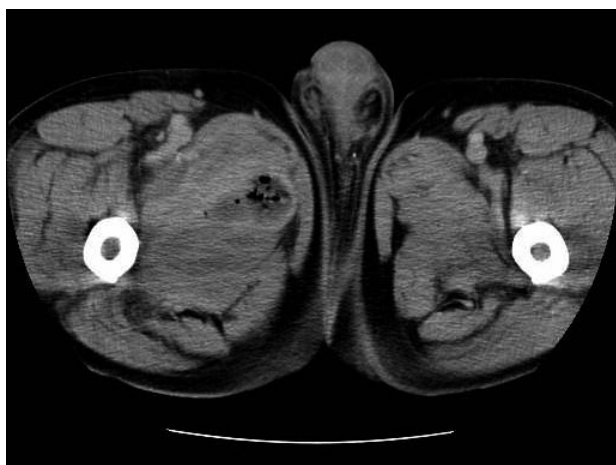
TAC: Corte a nivel de raíz de muslos: Absceso en músculos aductores derechos (corte alto).
